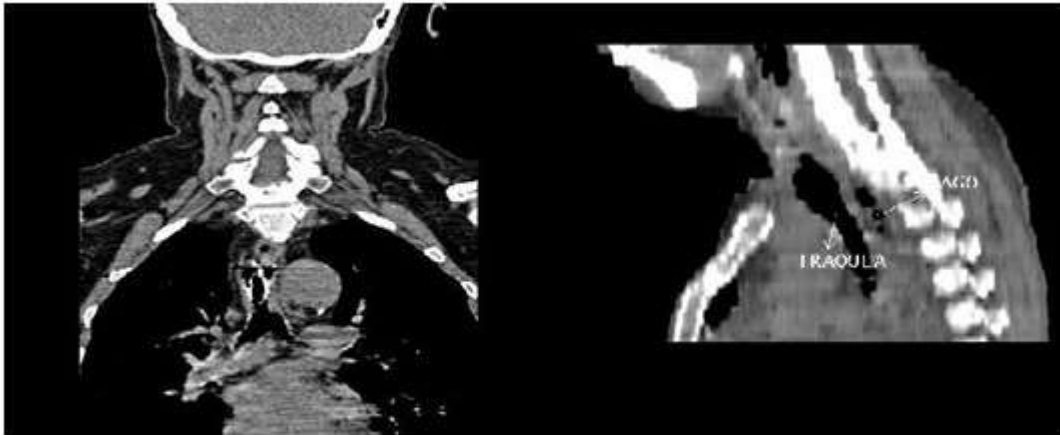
Tomografía de tórax axial y longitudinal mostrando estenosis
